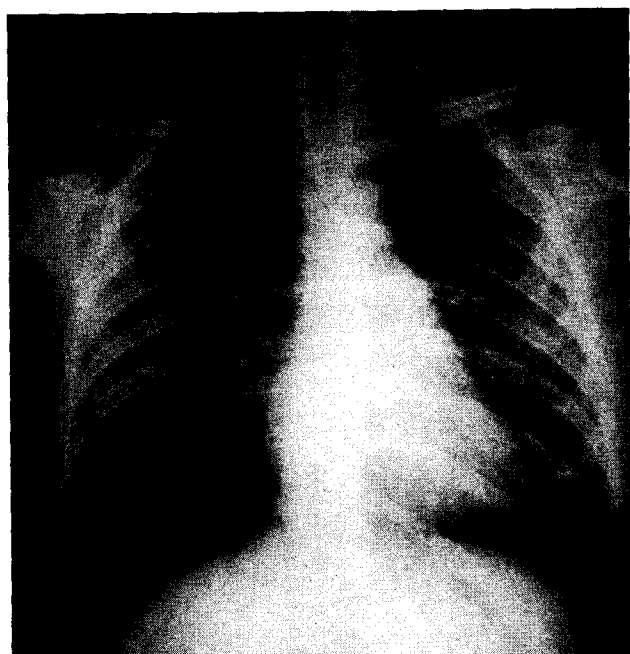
Radiografía de tórax postratamiento.
